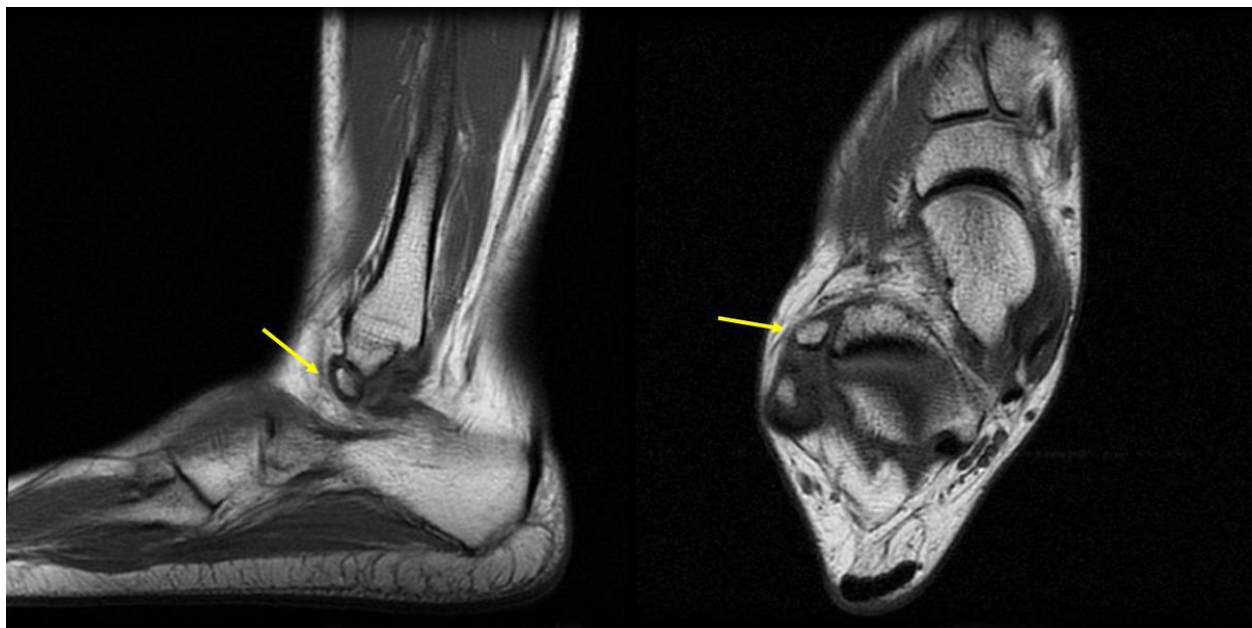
Os subperoneal. RM tobillo. Sagital y axial T1.
